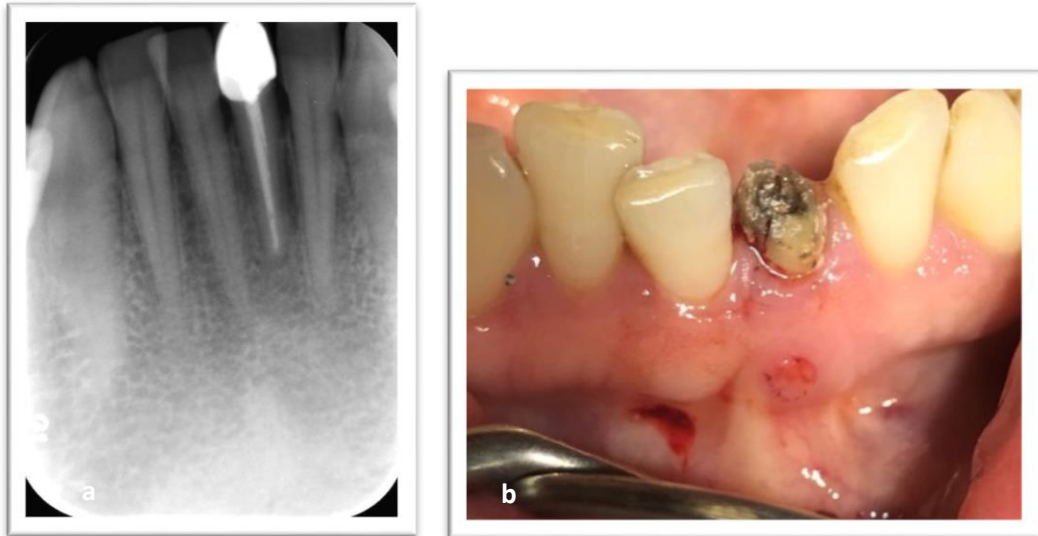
12 dişe ait bukkal mukozada bulunan sinüs yolunun periapikal radyografisi (a), ağız içi görünümü (b), iyileşme görünümü (c)
